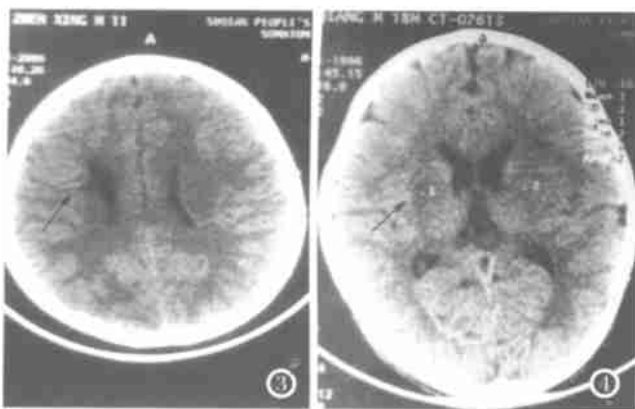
男, 11岁。1年前头部摔伤致中侧豆状核内囊区脑梗塞(CT证实) 现已为软化灶, 同侧侧脑室轻度扩大(患儿目前左侧肢体肌力IV级)。图4 男, 1.5岁。24h前头部跌伤后左侧肢体偏瘫。右侧豆状核类圆形低密度影。
